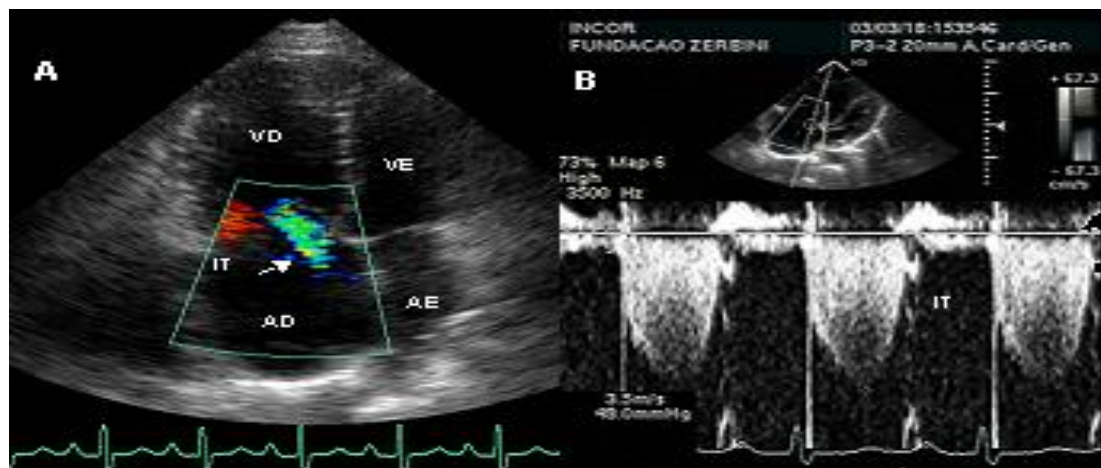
(A) Ecocardiograma bidimensional em corte apical de quatro câmaras demonstrando dilatação das cavidades direitas e jato de insuficiência tricúspide (IT) no átrio direito (seta). (B) Curva espectral do Doppler contínuo demonstrando o fluxo de regurgitação tricúspide, com velocidade de pico aumentada ($3,5 \text{ m.s}^{-1}$). A partir da equação modificada de Bernoulli, estima-se o gradiente de pressão entre o ventrículo direito e o átrio direito (49 mmHg) que, somado ao valor da pressão média em átrio direito, resulta na estimativa da pressão sistólica em artéria pulmonar de 64 mmHg. (AD = átrio direito; AE = átrio esquerdo; VD = ventrículo direito; VE = ventrículo esquerdo)
